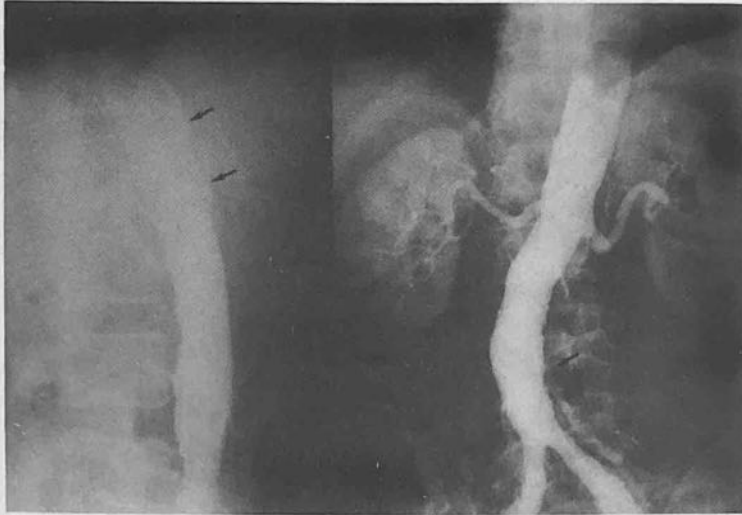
Trombosis mesentérica: En una aortografía lateral, (izq.) se aprecia la obstrucción total en el origen de el tronco celíaco (TC) y la arteria mesentérica superior (AMS). En una aortografía AP (der.) se contrasta débilmente la arteria mesentérica inferior (AMI).
